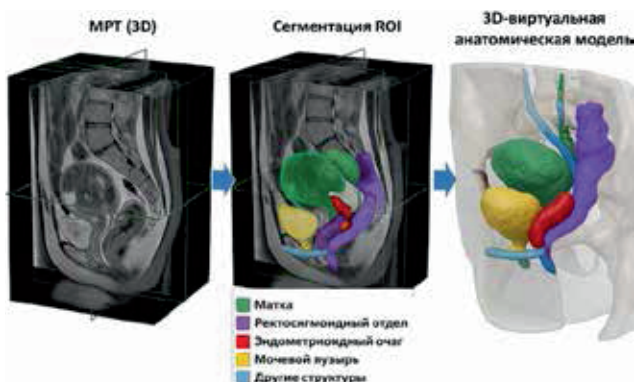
Пример цепочки «МРТ → сегментация ROI → 3D-виртуальная анатомическая модель» при ректосигмоидном эндометриозе (уретральное отверстие, лонное сочленение)
